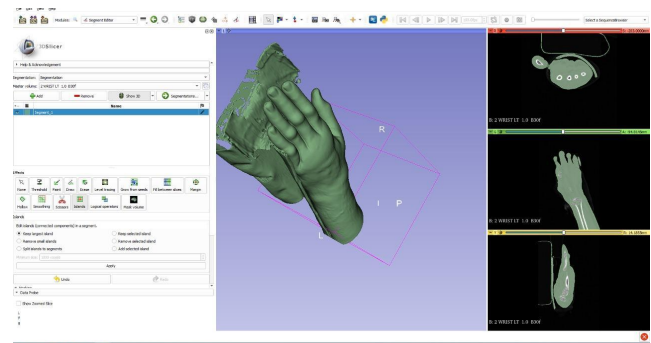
Modelo de la tomografía analizada en 3D Slicer.
